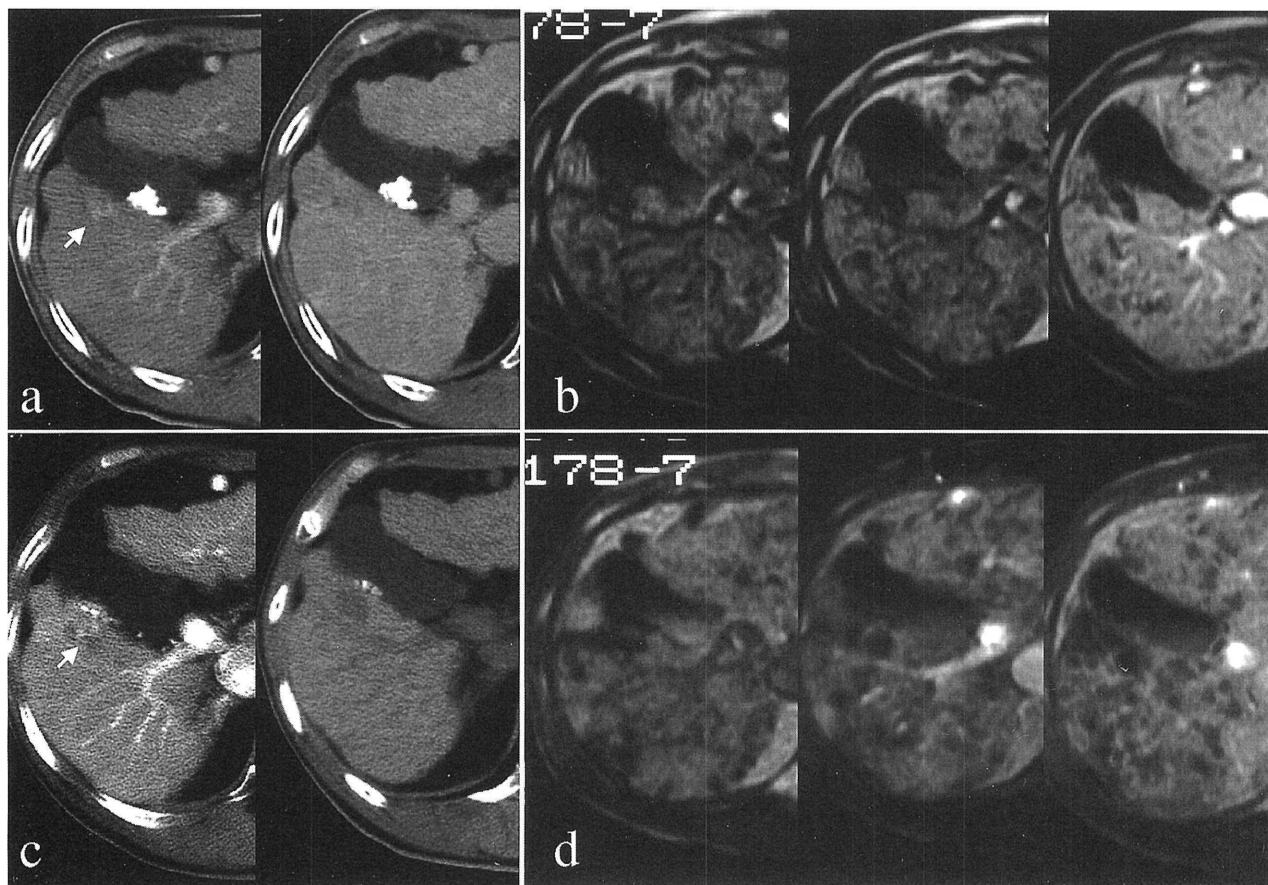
a. Dynamic CT picture shows enhancement within the anterior segment of liver (arrow).
